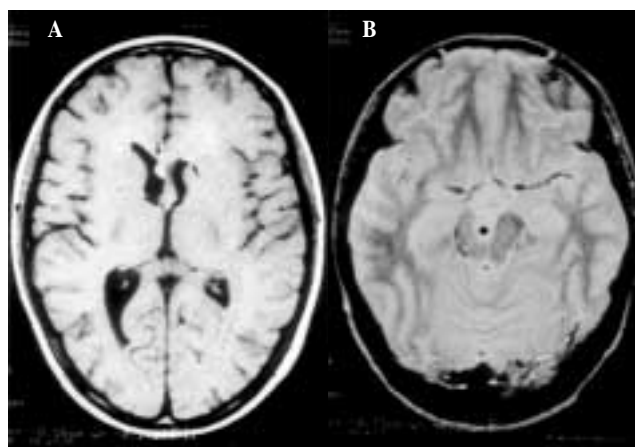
Imagen en RM axial mostrando diseminación subaracnoidea (leptomeningea) metastásica de un glioblastoma multiforme intramedular. A: Imagen axial en densidad protónica a nivel de los ventrículos laterales. Una lesión isointensa nodular se localiza a nivel subependimario en el asta anterior del ventrículo lateral derecho. El asta anterior del ventrículo lateral izquierdo está ocupada también por diseminación tumoral (flecha). Se aprecia un engrosamiento irregular del septum pellucidum. B: Imagen en T2, proyección axial a nivel del círculo de Willis. Las cisternas interpedunculares están ocupadas por una lesión hiperintensa (diseminación tumoral leptomeningea), que comprime ambos pedúnculos cerebrales (asterisco).
